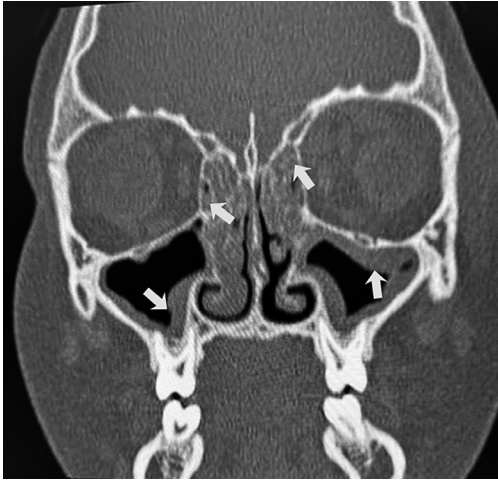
Tomografía de senos paranasales, corte coronal. Se visualiza ocupación por secreciones blandas en celdillas etmoidales bilaterales (flechas centrales) y engrosamiento mucoso de ambos senos maxilares (flechas laterales). Hallazgos compatibles con sinusitis etmoidal y maxilar, que sustentan el compromiso sinusal múltiple, con pansinusitis.
